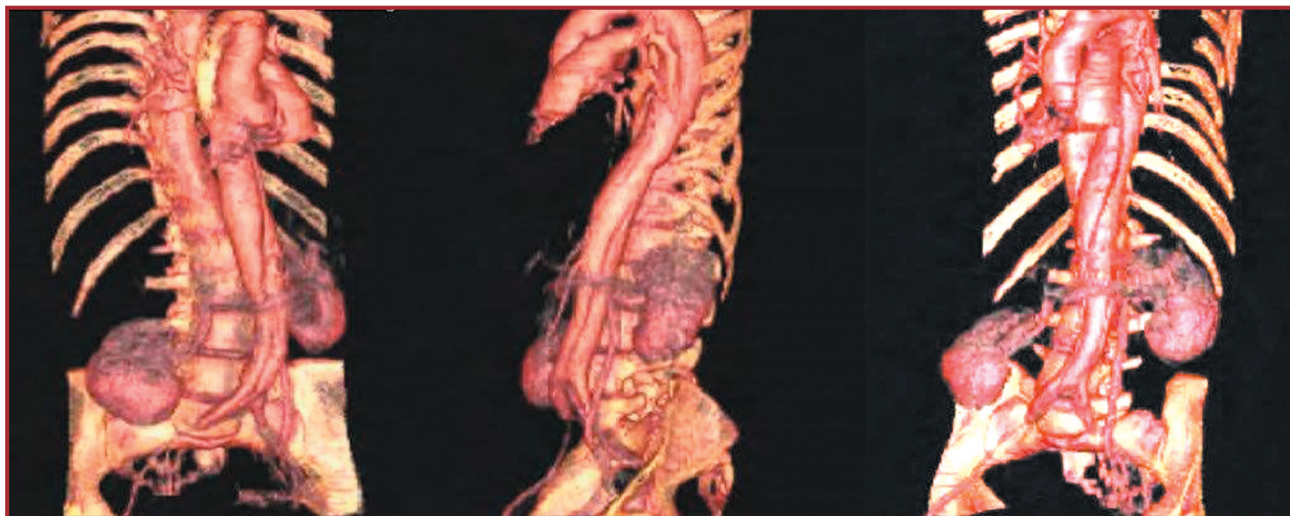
Компьютерная томография аорты и подвздошных артерий на 4-срезовом спиральном томографе Aquilion TOSHIBA с толщиной среза 3 мм, контрастирование: Отпірақ 350 — 100,0 болюсно, постпроцессинг с применением программ реконструкции MPR, SSD, MIP, VRT
